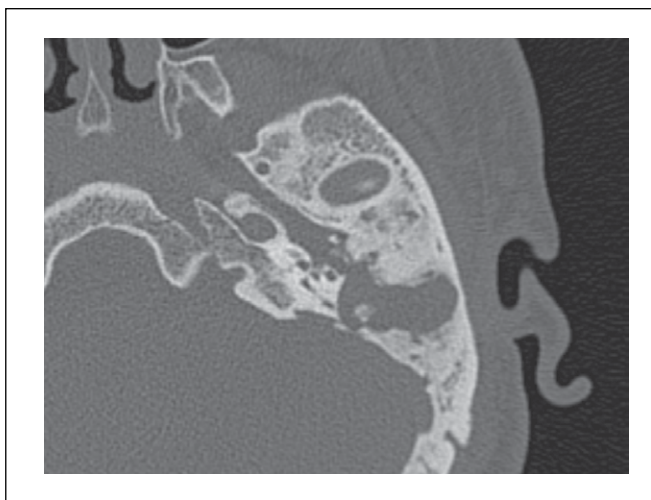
КТ левой височной кости пациента до проведения оперативного вмешательства. Послеоперационная полость после антростомии полностью заполнена холестеатомными массами, наличие фистулы лабиринта, обнажение барабанного сегмента лицевого нерва.
